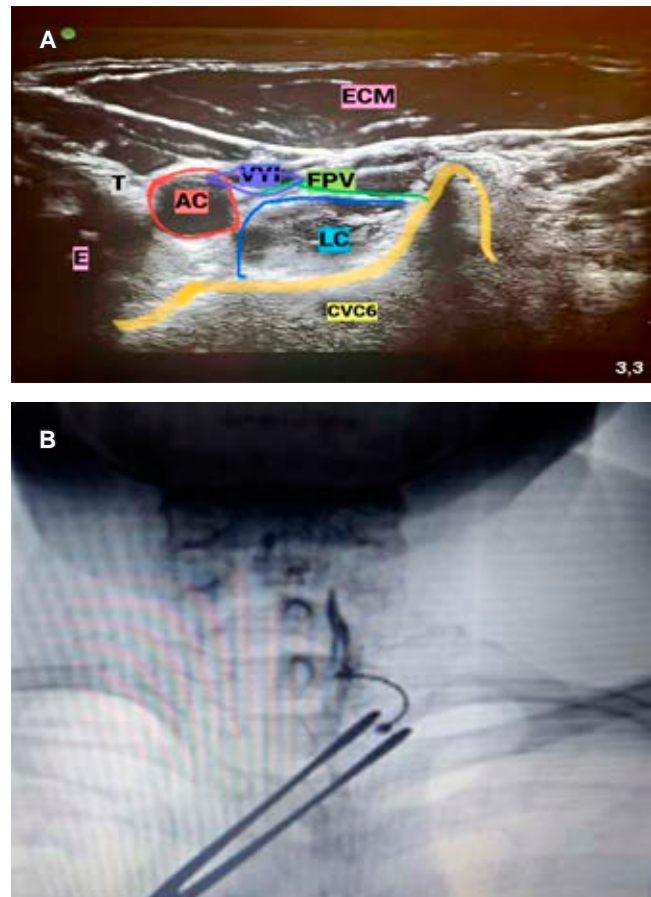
A) Se observa la imagen guiada por ultrasonido, el músculo esternocleidomastoideo (ECM), *longus colli* (LC), fascia prevertebral (FPV), cuerpo vertebral C6 (CVC6), arteria carótida (AC), vena yugular interna (VYI), tiroides (T), esófago (E). B) Proyección anteroposterior, en la cual se observa la punta de la aguja a nivel del tubérculo de C6 y la distribución del medio de contraste a lo largo de la fascia de *Longus colli*.
